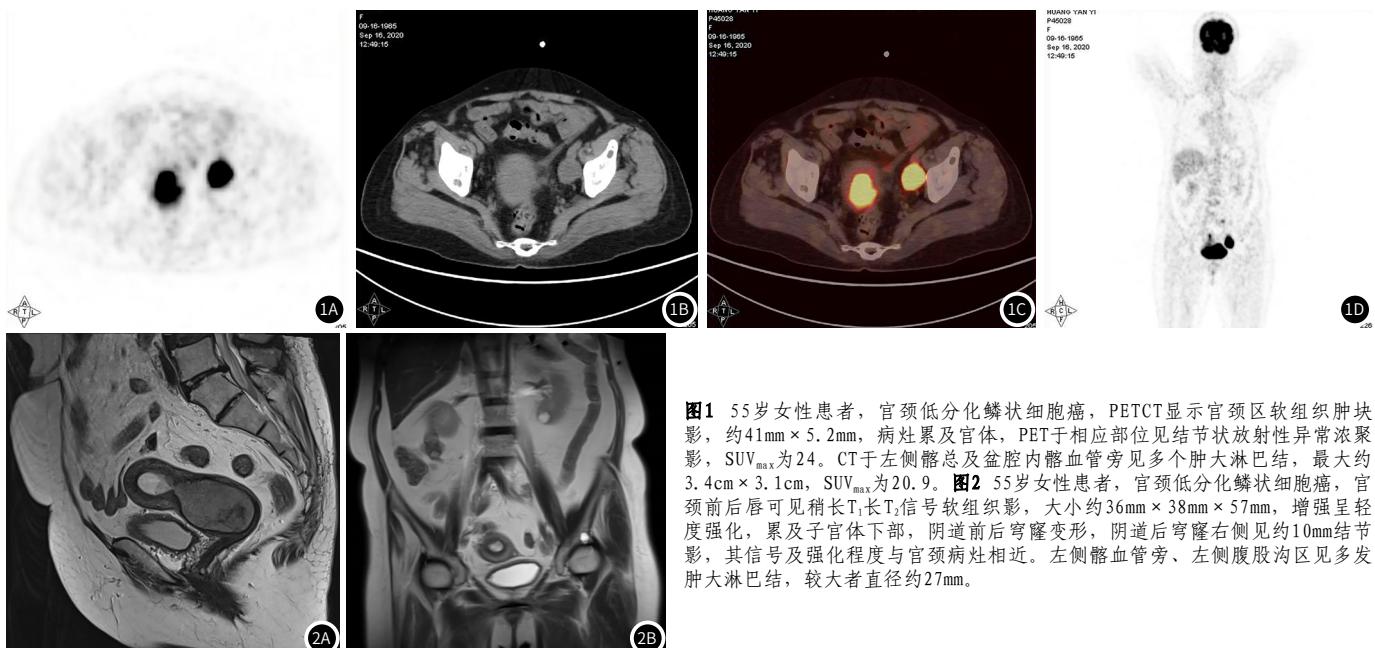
55岁女性患者，宫颈低分化鳞状细胞癌，PET/CT显示宫颈区软组织肿块影，约41mm×5.2mm，病灶累及宫体，PET于相应部位见结节状放射性异常浓聚影， SUV_{max} 为24。CT于左侧髂总及盆腔内髂血管旁见多个肿大淋巴结，最大约3.4cm×3.1cm， SUV_{max} 为20.9。图2 55岁女性患者，宫颈低分化鳞状细胞癌，宫颈前后唇可见稍长T₁长T₂信号软组织影，大小约36mm×38mm×57mm，增强呈轻度强化，累及子宫体下部，阴道前后穹窿变形，阴道后穹窿右侧见约10mm结节影，其信号及强化程度与宫颈病灶相近。左侧髂血管旁、左侧腹股沟区见多发肿大淋巴结，较大者直径约27mm。
